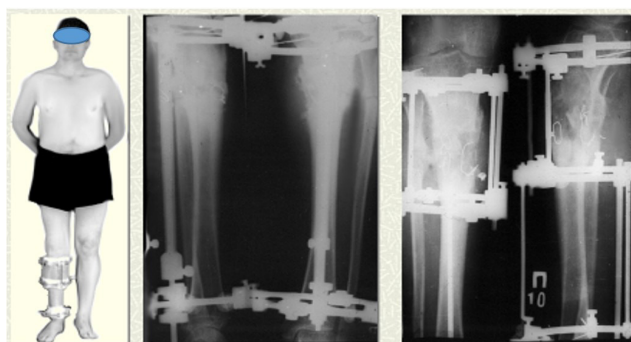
Фото пациента Г. в процессе лечения. Рентгенограммы большеберцовой кости на первом и втором этапах лечения
